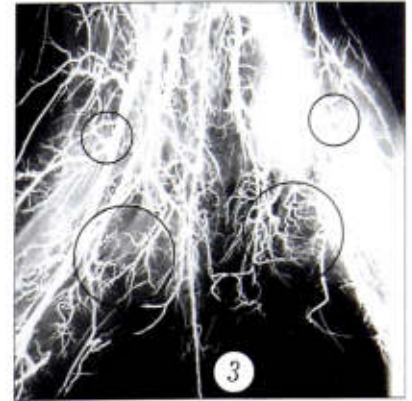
Рентгенологическая картина артериального русла сосудов нижних конечностей (120-е сутки эксперимента, посмертное наполнение смесью Гауха). Отмечается появление добавочных артериальных сосудов, увеличение диаметра артерий вертельной области.
